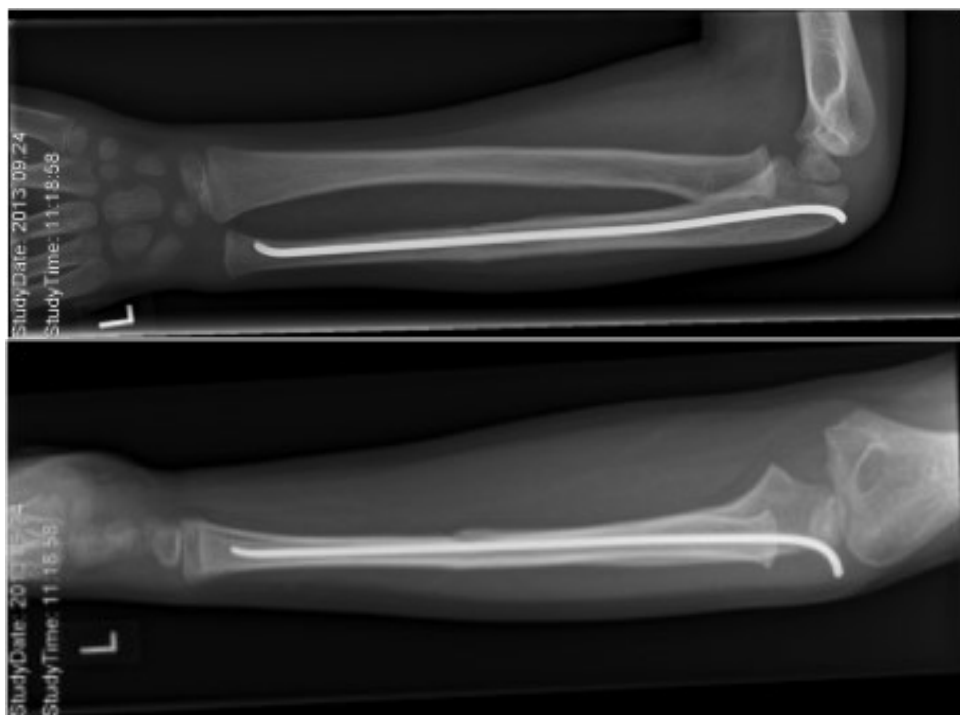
Postoperatives Kontrollröntgen am 24.09.2013, bei zuvor versorgter Monteggia Fraktur mittels ESIN
